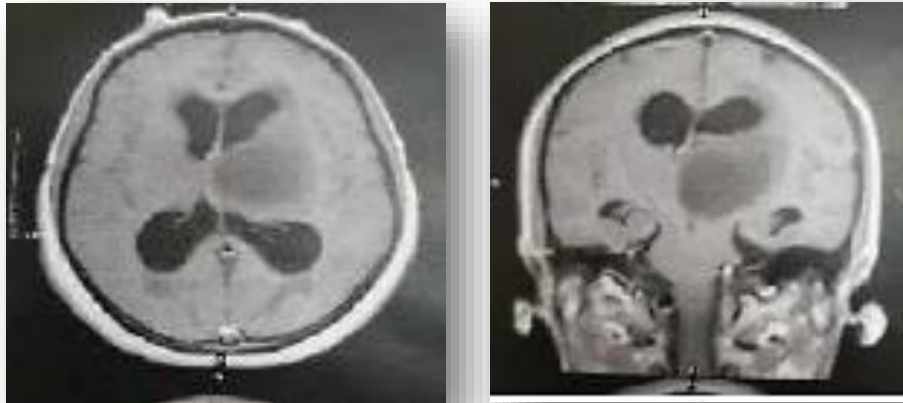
IRM cérébrale de la patiente 4
